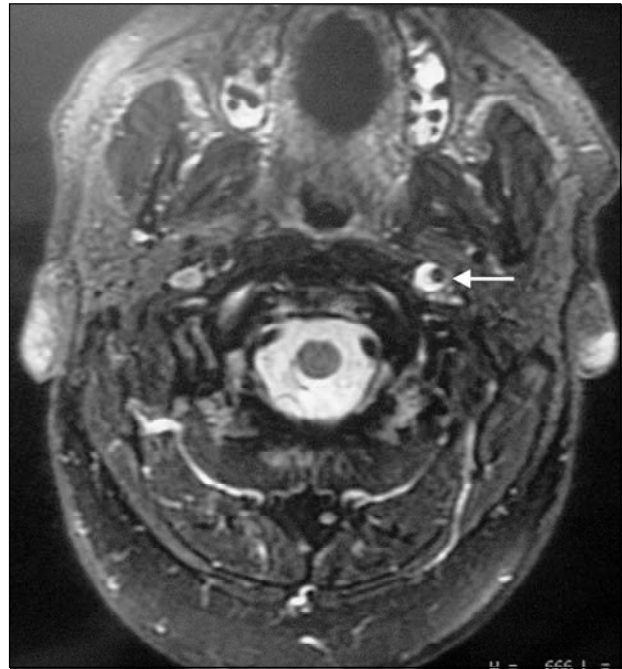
RM com pulso de saturação de gordura evidenciando trombo intramural excêntrico (seta) com crescimento predominantemente subadventicial.
